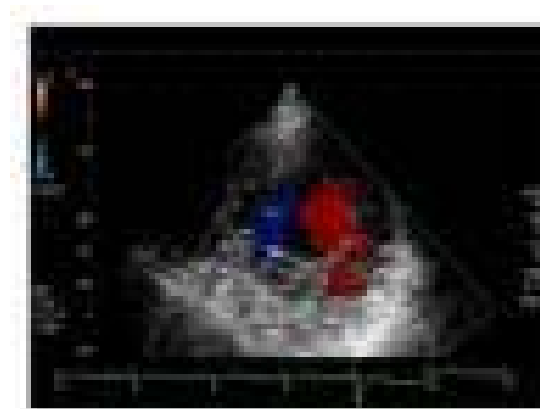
Ecocardiografía Doppler transtorácico (vista de eje corto): se llenan los espacios intertrabecular por el flujo de sangre directa de la cavidad ventricular. ²²
